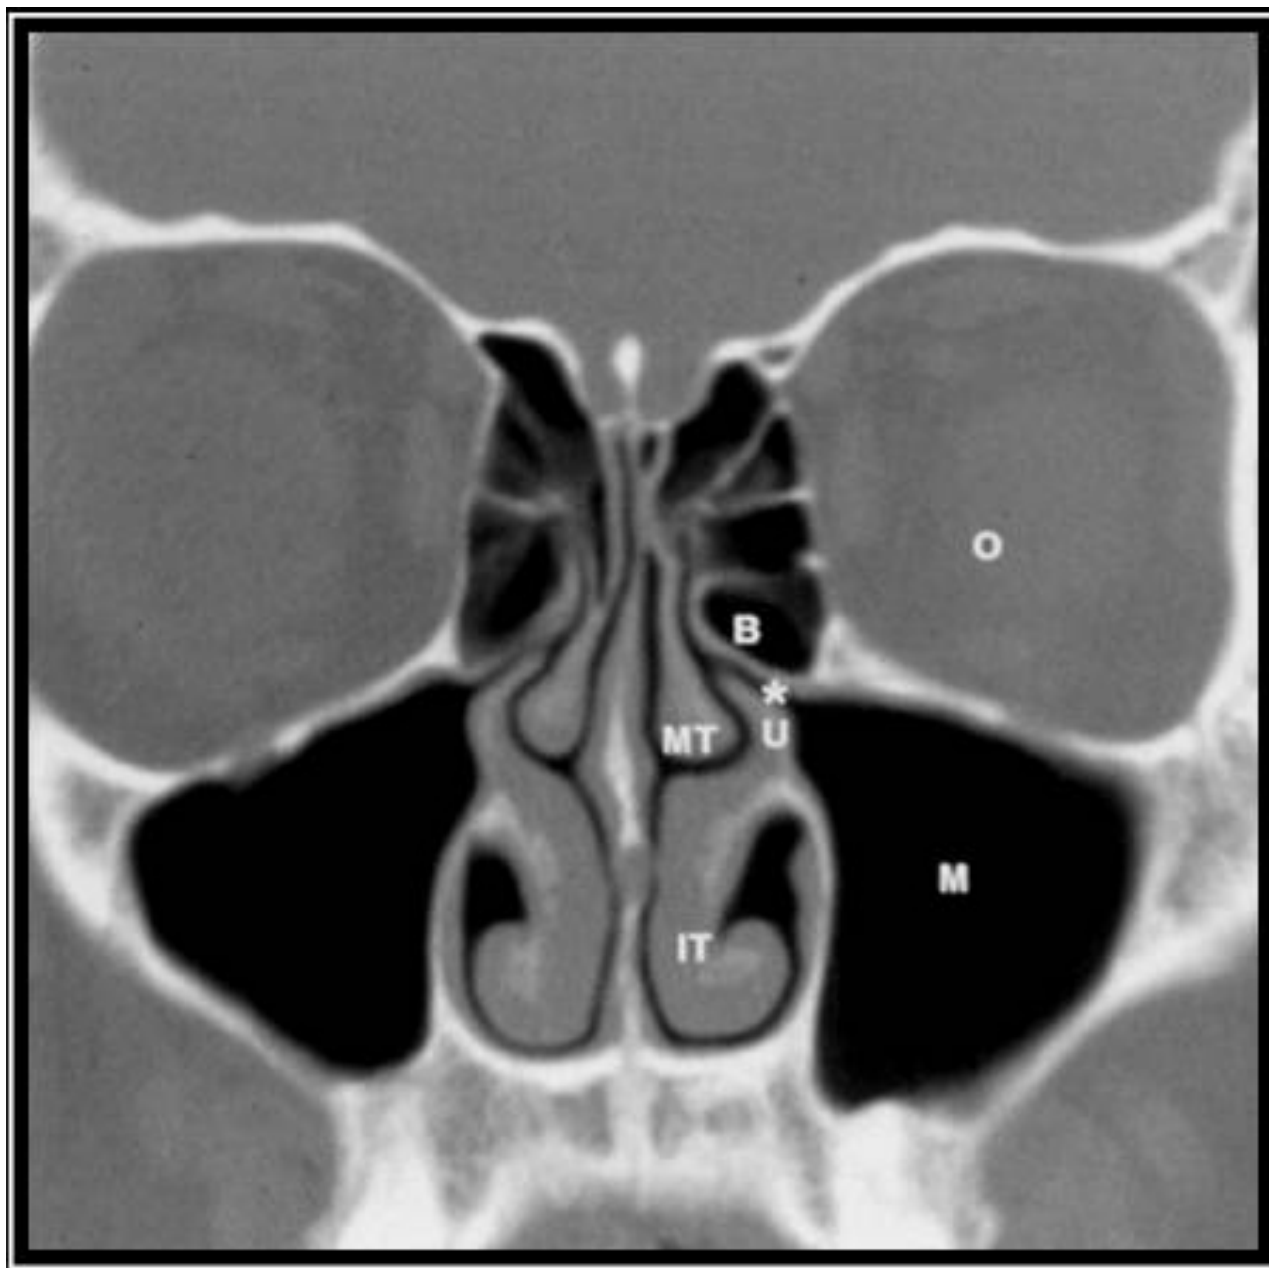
Tomografia computadorizada sem contraste normal dos seios nasais
